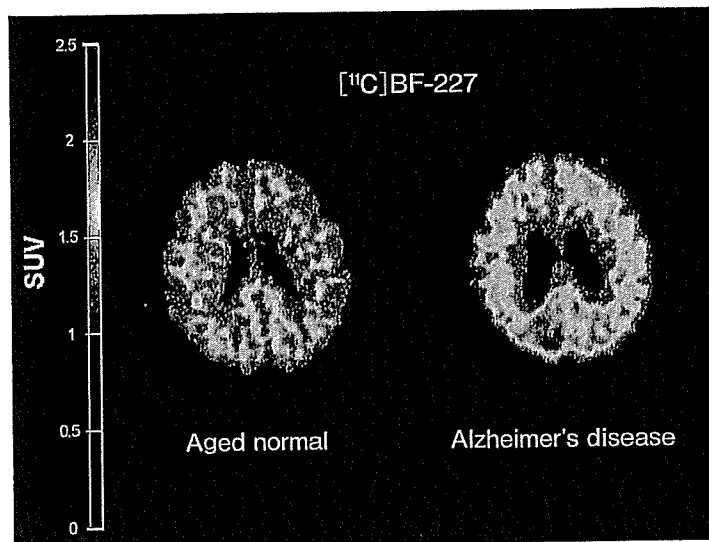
^{11}C -BF-227 による健康人(左)とアルツハイマー病患者(右)の PET 像
